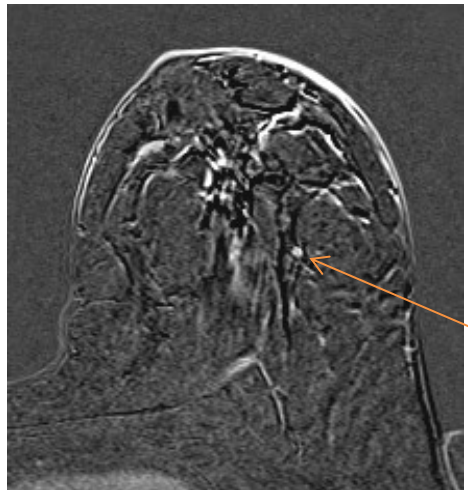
МРТ постконтрастный срез, новообразование указано стрелкой
